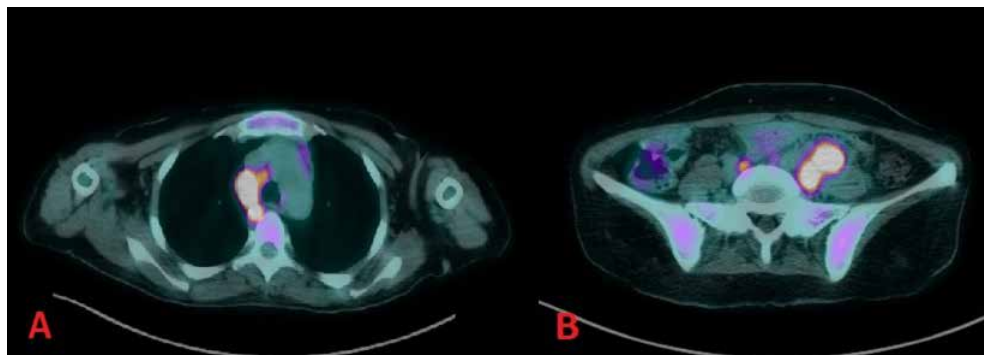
PET-TC total body: incremento metabólico compatible con tejido tumoral viable en adenopatías/conglomerados adenopáticos supra (A) e infra diafragmáticos (B).
